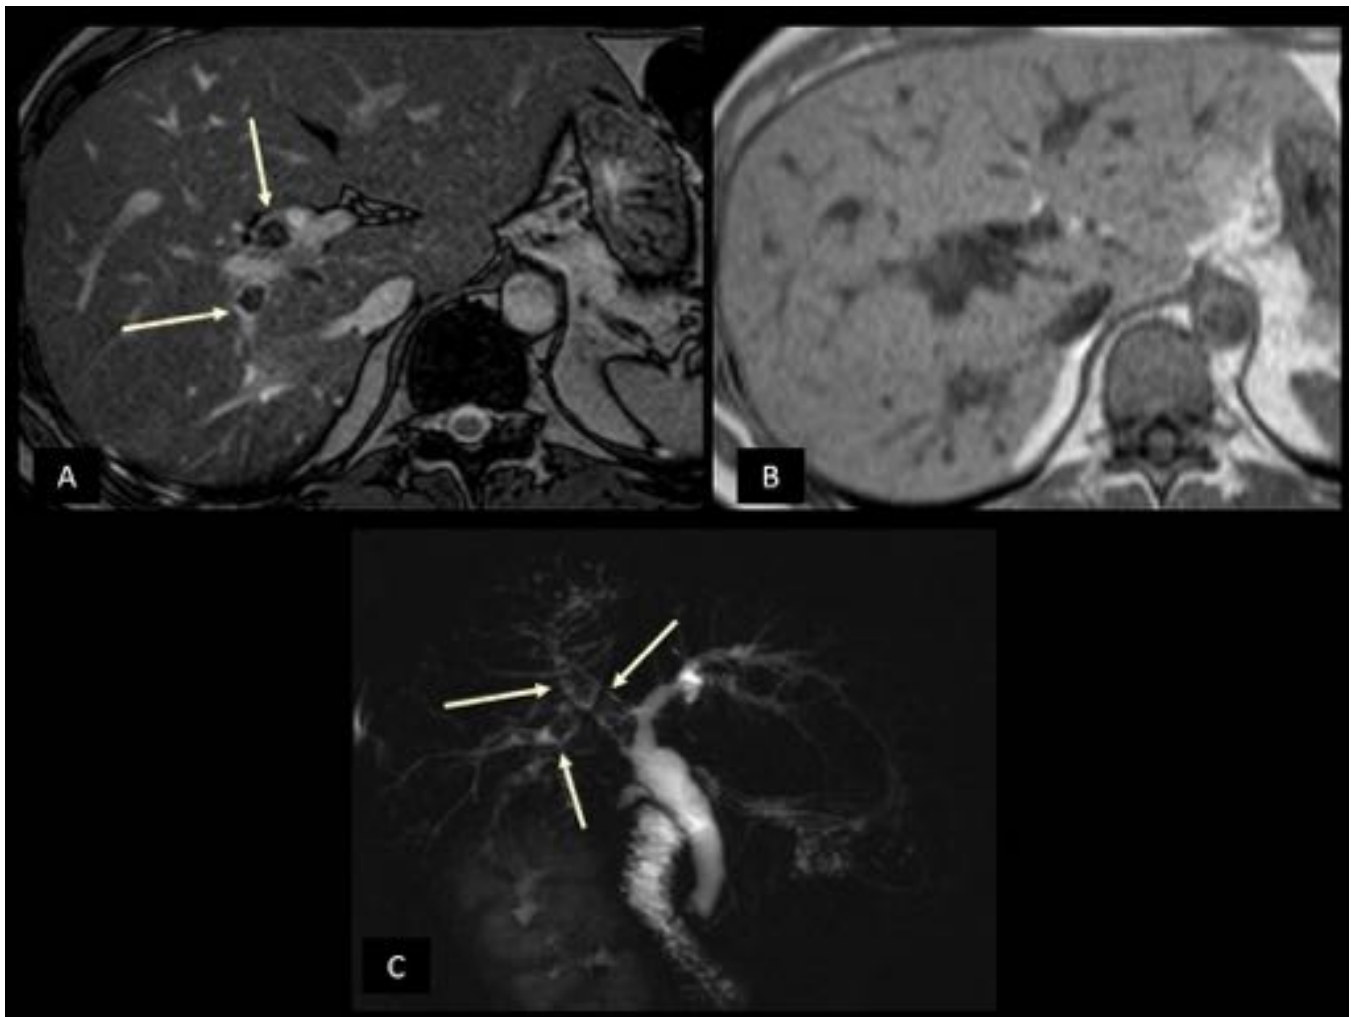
Litiasis intrahepáticas. Planos transversales de hígado en RM EC T2 y T1 (A y B), donde se identifican lesiones hipointensas en el interior de la vía biliar correspondientes a múltiples litiasis. En la colangioRM (C) se identifican como defectos de repleción de la vía biliar de morfología cuadrangular.
